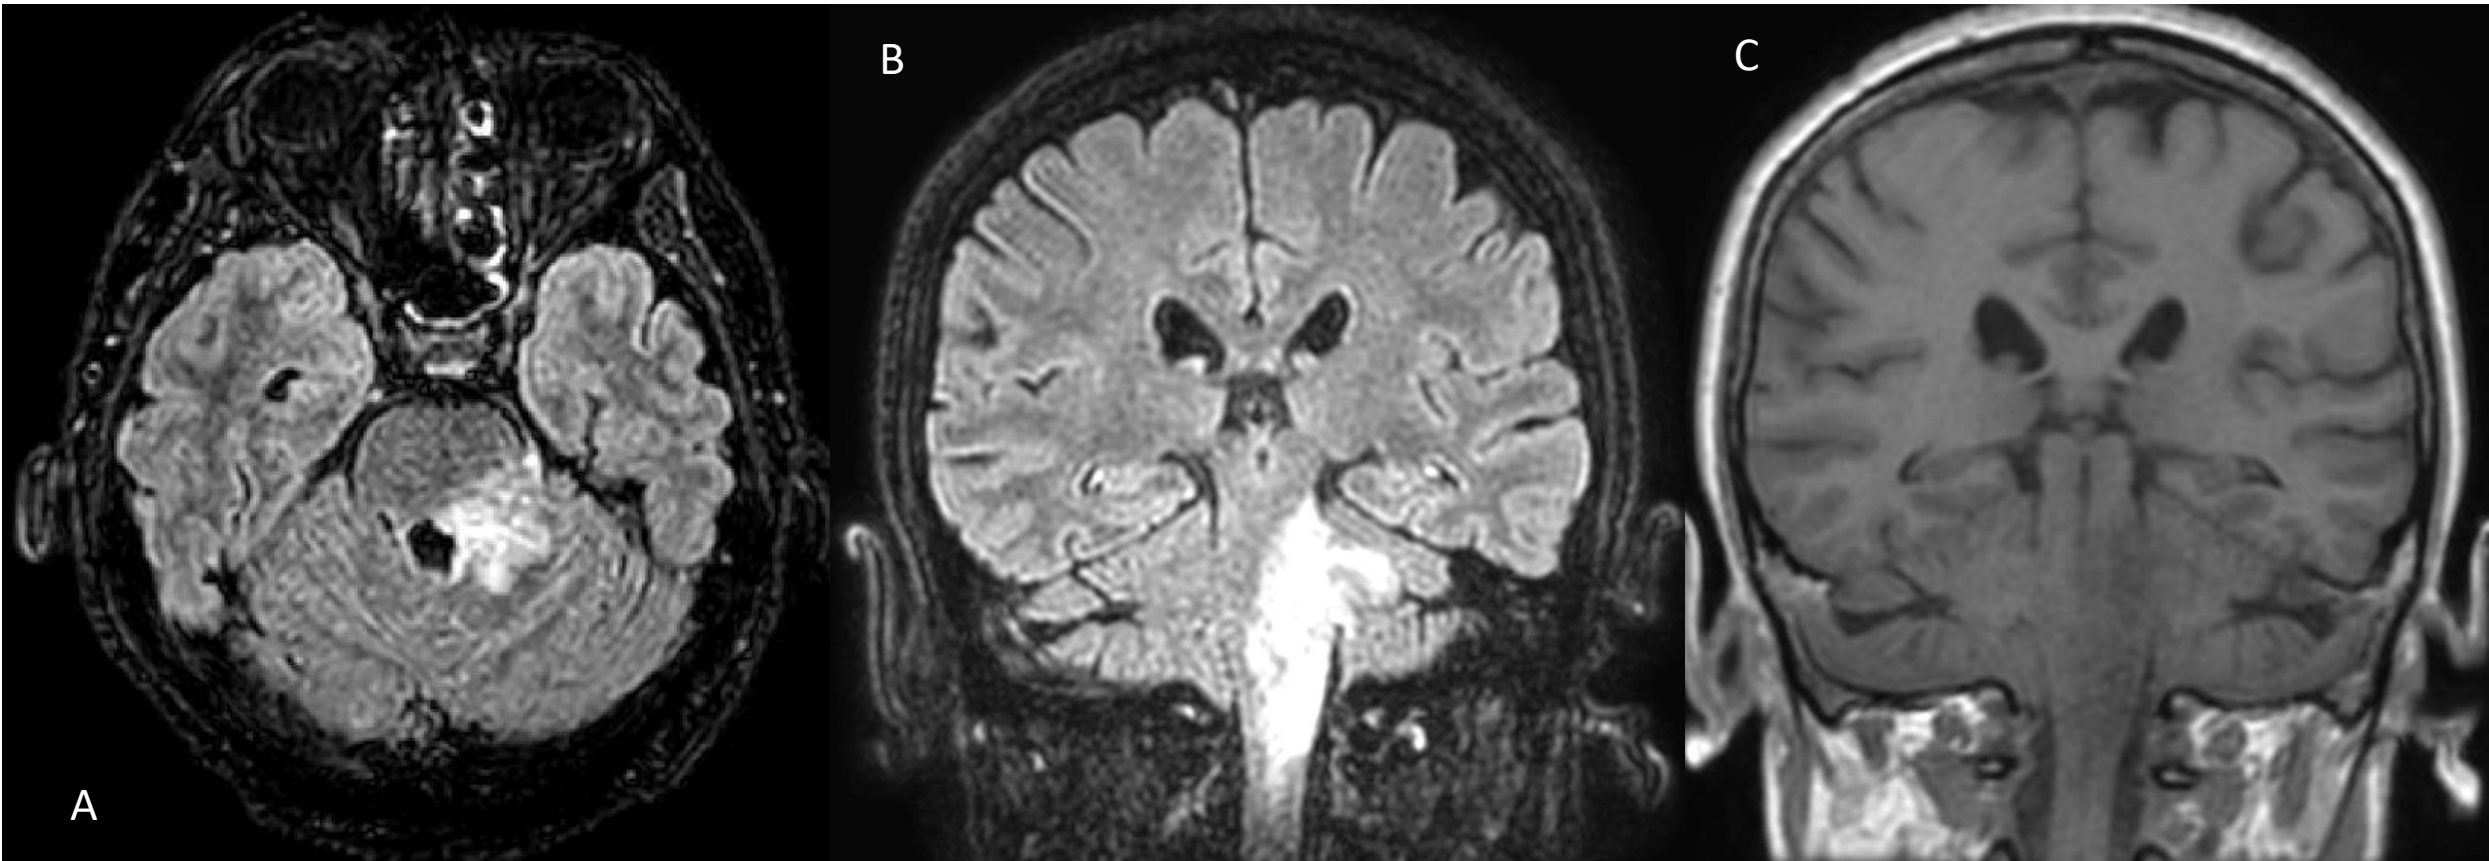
Romboencefalitis secundaria a listeria. A/B: RM axial y coronal BW (FLAIR): Alteración de señal a nivel de la unión bulbo-medular y pedúnculo cerebeloso izquierdo. C: RM coronal T1: Hiposeñal en la unión bulbo-medular y pedúnculo cerebeloso izquierdo.
